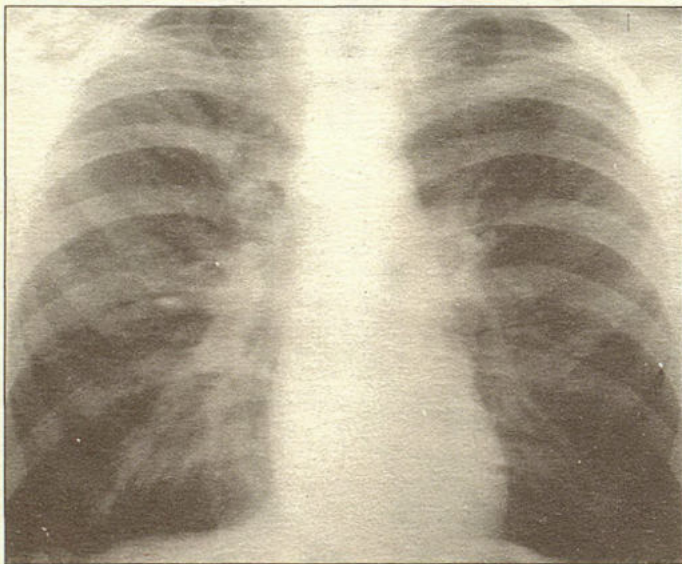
Прямая рентгенограмма органов грудной клетки больного Л., выполненная в 1987 г.
